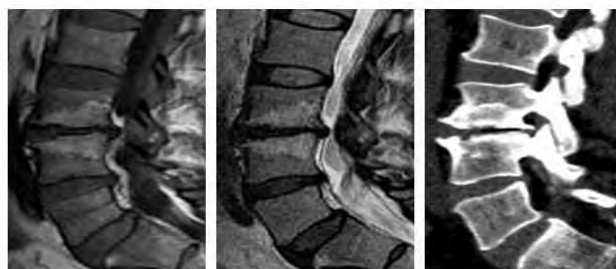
Изменения в субхондральных отделах тел L3-L4 позвонков. На T1ВИ (слева) и T2ВИ (посередине) видна жировая дегенерация костного мозга (изменения по Modic II). При МСКТ (справа) имеется уплотнение губчатого вещества по типу дискогенного остеосклероза.
